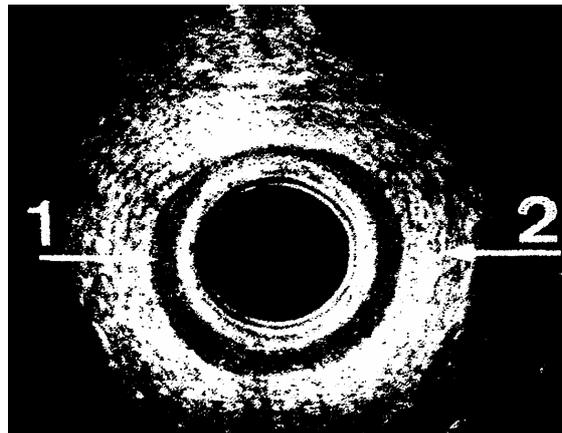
Anulsonographie (nach Faltin et al 2000)
